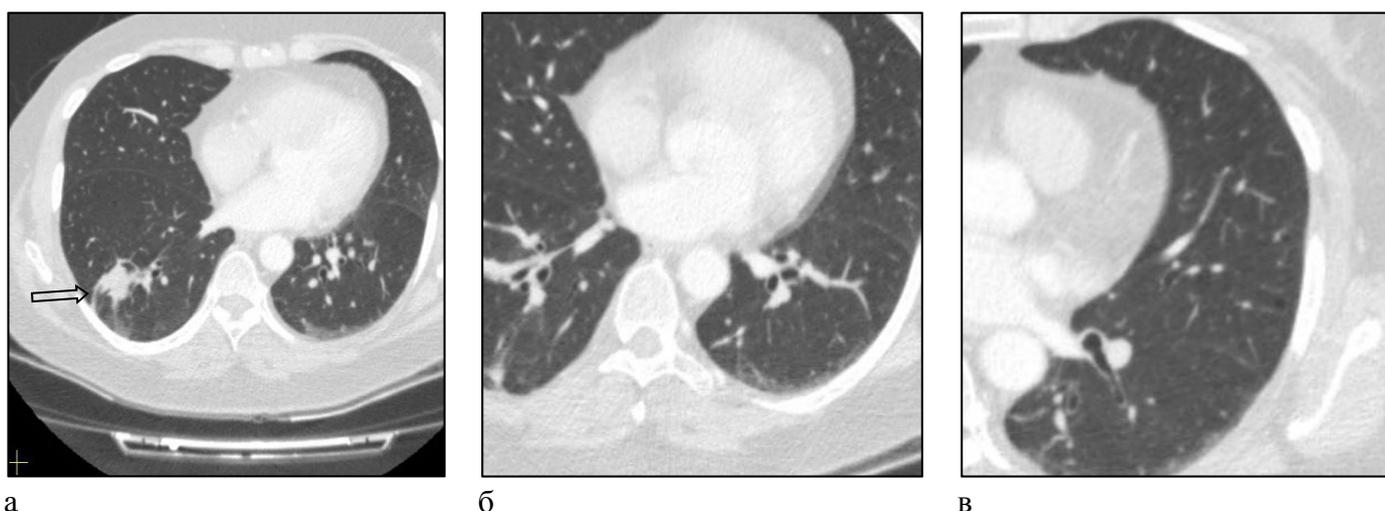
Компьютерная томография больной А., 55 лет, с метастазами в легкие (стрелка): а – горизонтальная плоскость; б – очаговое уплотнение легочной ткани нижней доли левого
